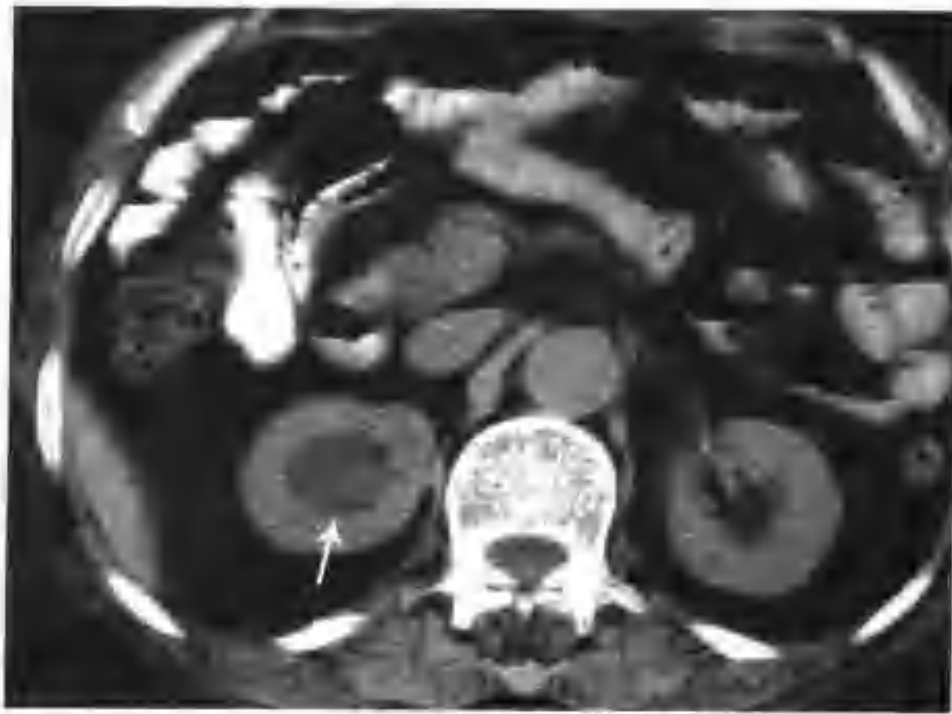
右肾盂旁囊肿 (CT 平扫右肾窦内见一个 $2.0\text{cm} \times 2.8\text{cm}$ 的椭圆形低密度影, CT 值 10HU (箭头))
